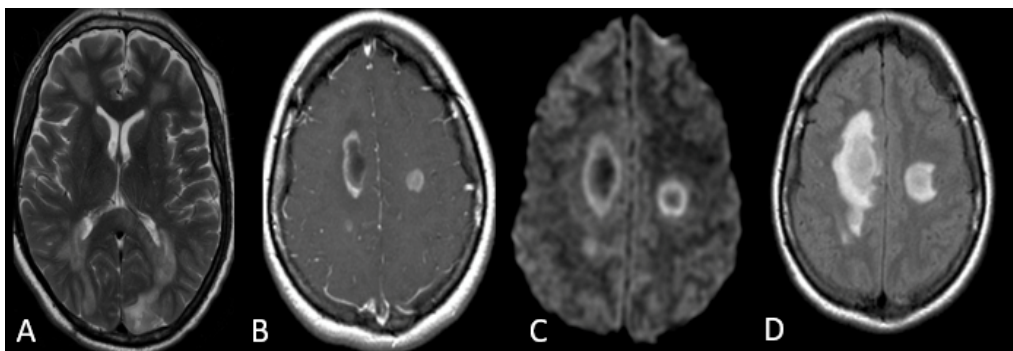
Acute Disseminated EncephaloMyelitis. Séquences axiales T2 (A) – T1 avec injection (B)– DWI (C)– FLAIR (D). Atteinte bilatérale asymétrique des centres semi-ovales et atteinte pariétale gauche, avec prise de contraste périphérique. Source : CHU d'Orléans.
